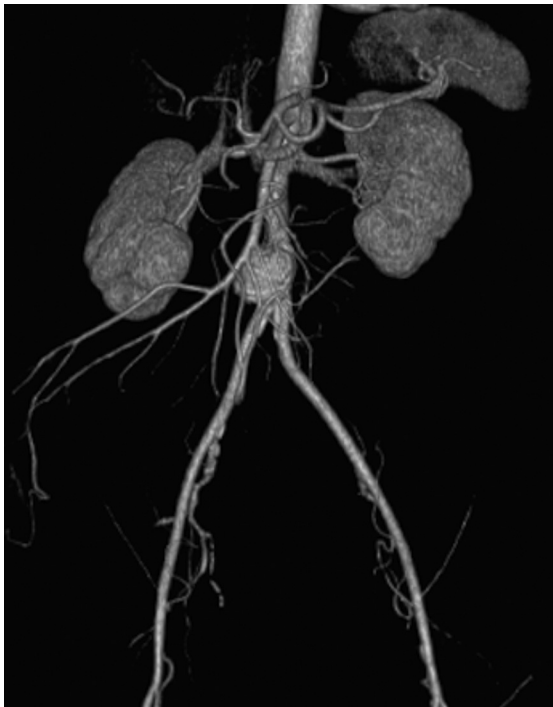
Angio-TC pré-operatória.
